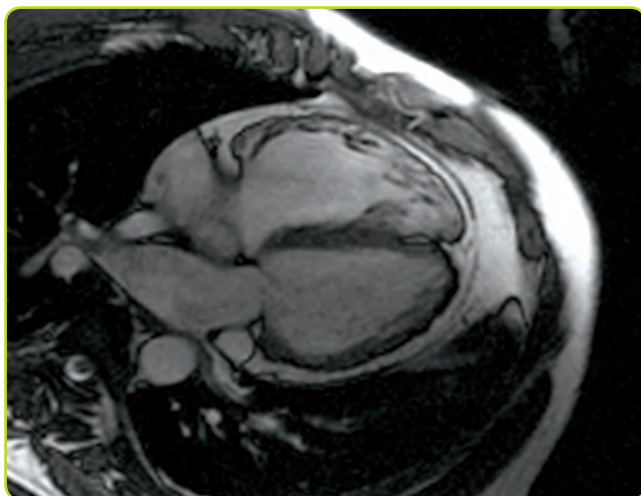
Imagen de RM que muestra las cavidades cardíacas.
